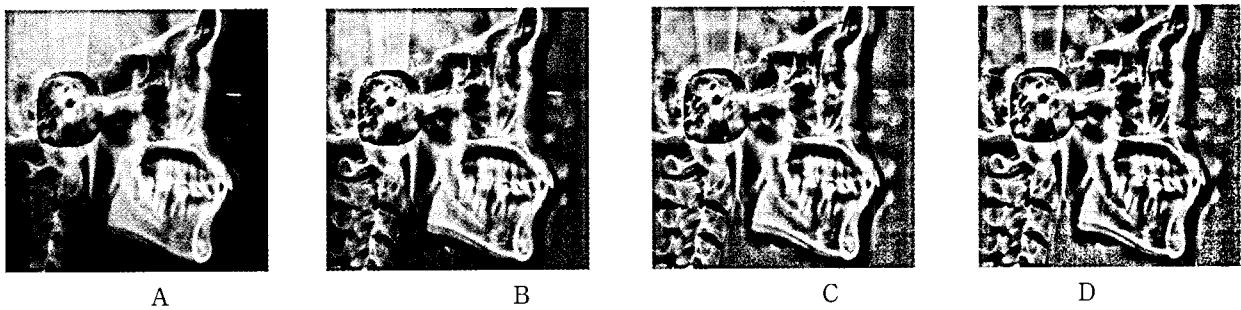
The enhancing process of radiographic image by QCI Pro.
